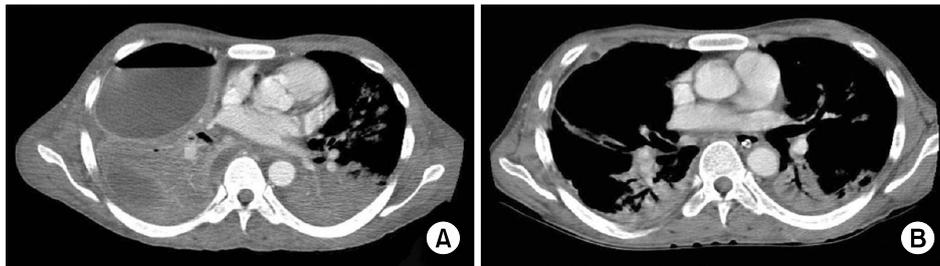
(A) Multiloculated pleural effusion and air-fluid level are in the right anterior thorax. (B) Follow-up CT after 7 weeks of treatment shows markedly decreased multiloculated pleural effusion in the right thorax. CT: computed tomography.
